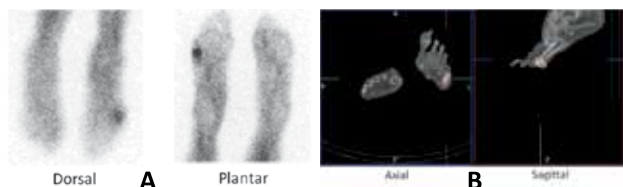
Osteomyelitis left fifth metatarsal/phalanx. On the planar In-111 labeled leukocyte images there is a focus of increased activity overlying the lateral aspect of the distal left foot. On the single photon emission computed tomography/computed tomography images it can be seen that this focus involves both soft tissue and bone
